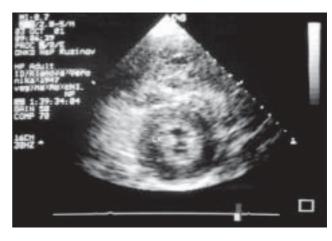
Dopplerovské vyšetrenie v roku 1997. Ľahká poreumatická aortálna chyba s ľahkou aortálnou stenózou a stredne závažnou aortálnou regurgitáciou
